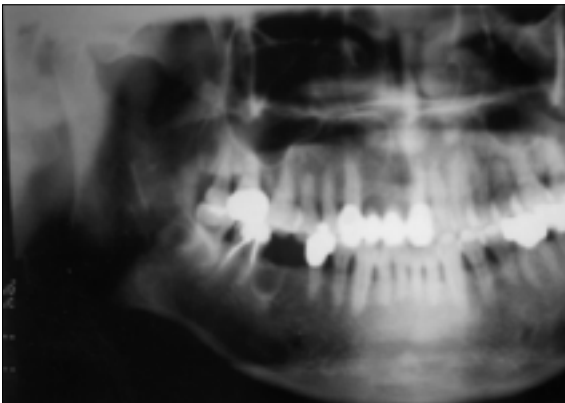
Well-defined unilocular radiolucent lesion at the #46 area seen in the panoramic radiograph.
